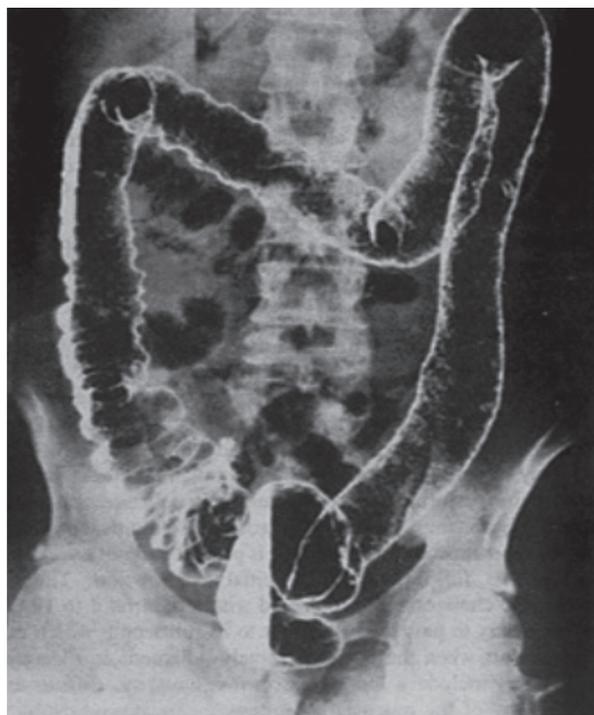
Рентгенологическая картина при НЯК (симптом «водопроводной трубы»)
